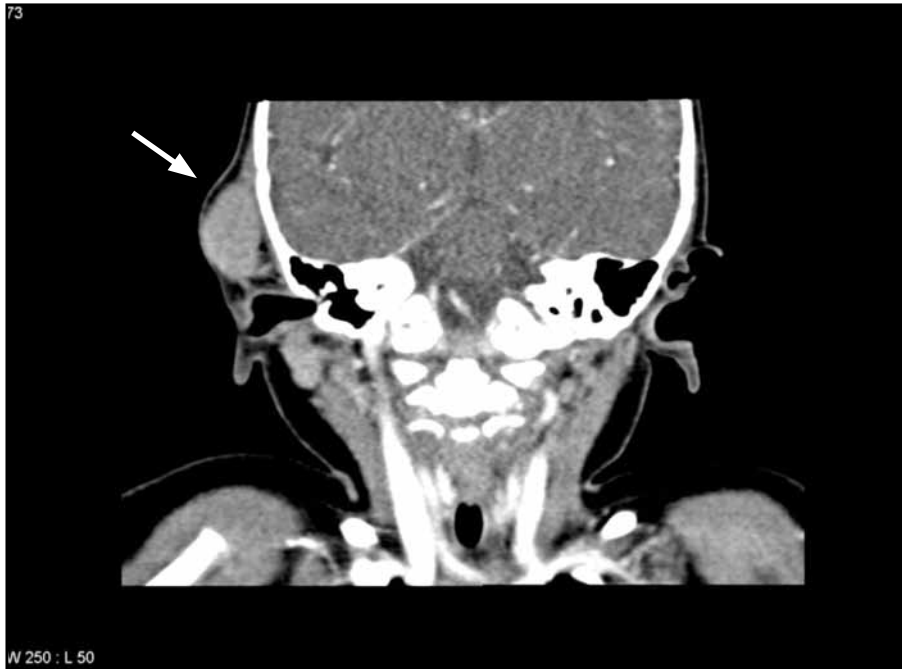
Corte coronal en tomografía computada. La flecha blanca indica la lesión bien delimitada en contacto con el hueso temporal. No se aprecian erosiones óseas.
